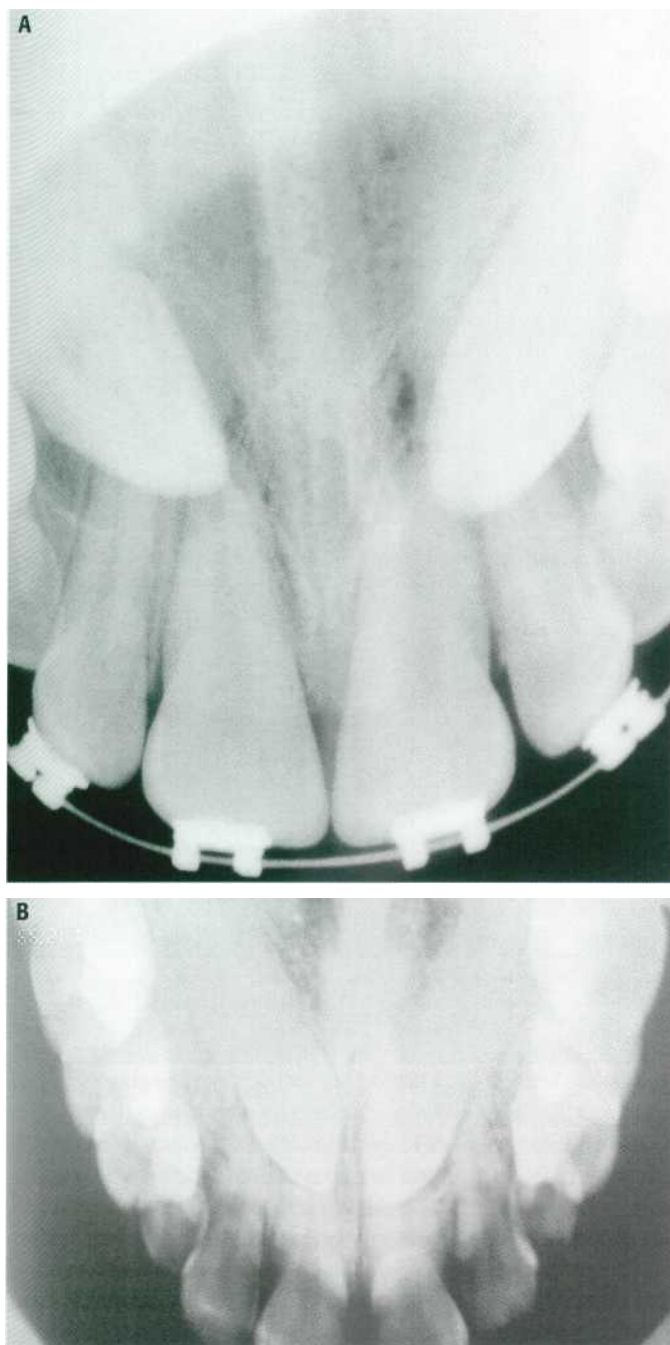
Radiografía oclusal anterior. (A) Caninos superiores incluidos con imágenes radiotransparentes pericoronarias. (B) 1.3 y 2.3 incluidos cerca de la línea media.
